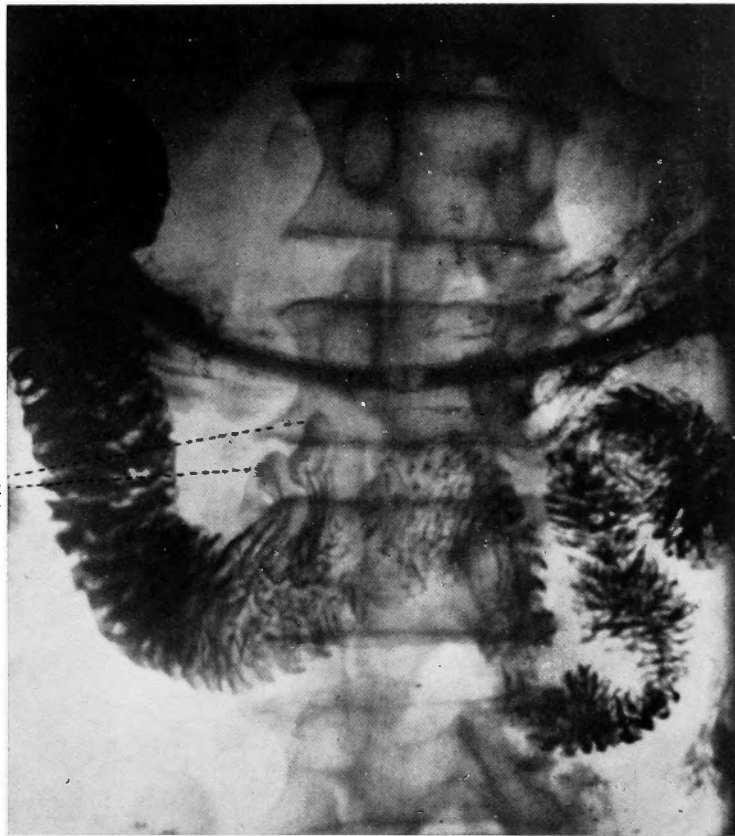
Röntgenaufnahme bei unserer Methode zur isolierten Darstellung des Duodenums.
